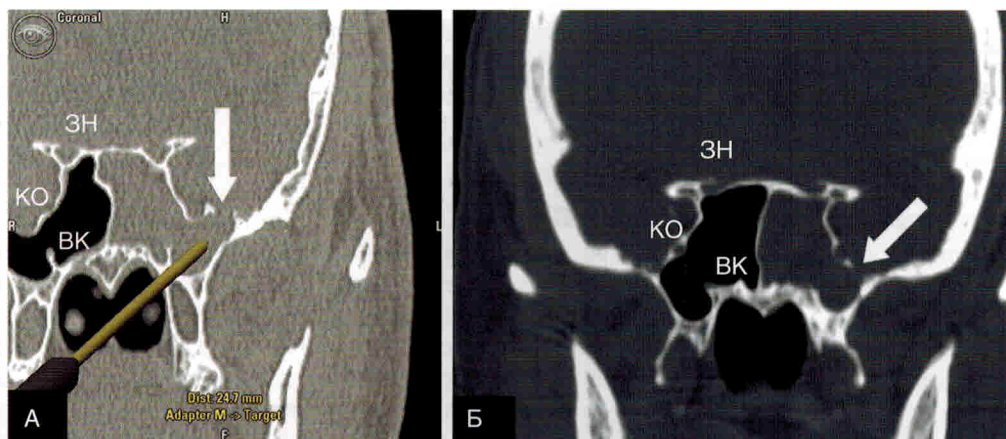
Изображения компьютерной томографии в коронарной проекции без введения контрастного вещества у пациентов с латеральным менингоэнцефалоцеле клиновидной кости (белые стрелки). У пациента на изображении А латеральный синус более пневматизирован, чем у пациента на изображении Б. Обратите внимание на значительное вдавление паутинной оболочки в правой средней черепной ямке, видимое на изображении Б. Показано относительное расположение зрительного нерва, круглого отверстия и видиева канала. ЗН — зрительный нерв, КО — круглое отверстие, ВК — видиев канал
